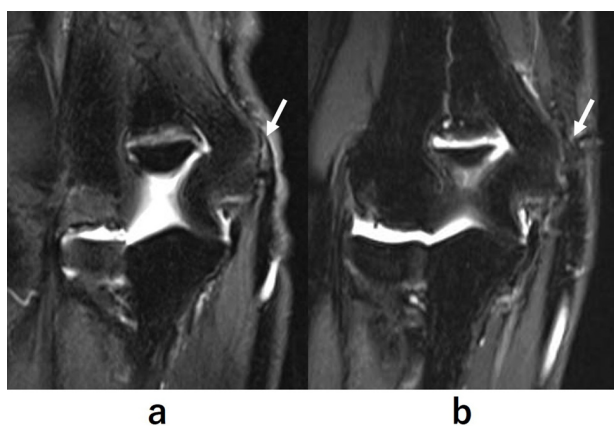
MRI (STIR像, a,b. 冠状断像)
